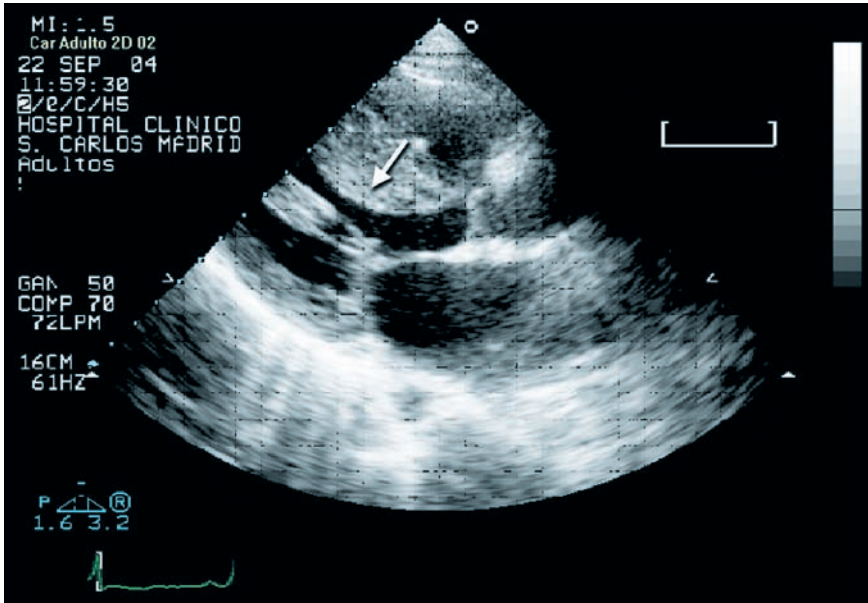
Ecocardiograma bidimensional, eje largo para esternal donde se aprecia la gran hipertrofia ventricular izquierda (flecha).
